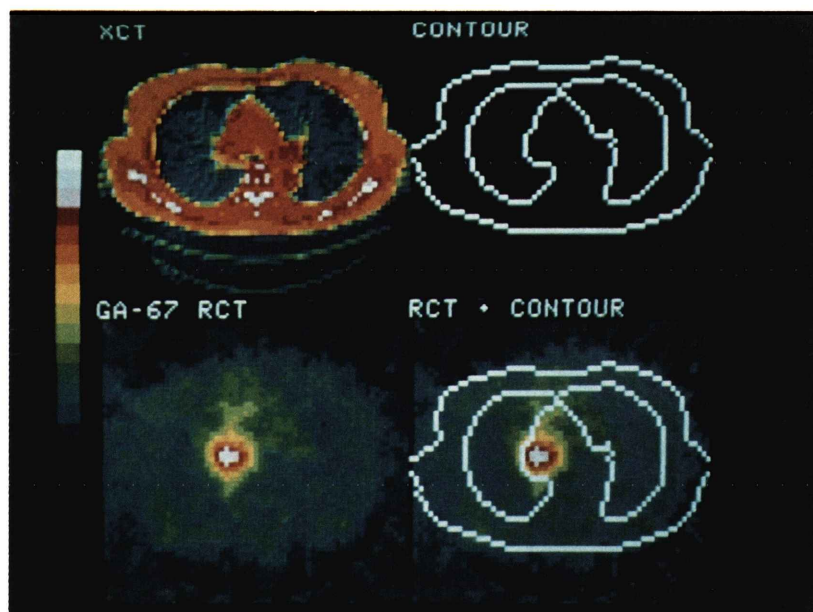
Arranged display of the images obtained from the patient with mediastinal tumor. X-ray CT in the left upper corner, contour in the right upper corner, ECT in the left lower corner and ECT with contour in the right lower corner.
